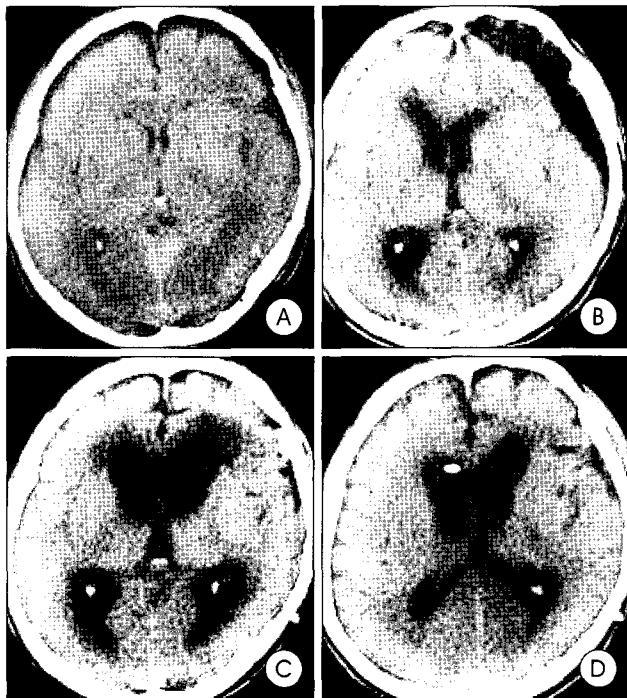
Postoperative hydrocephalus A : Brain computed tomography of semicomatose patient shows minimal subdural hygroma on both frontal area and subarachnoid hemorrhage in posterior interhemispheric cistern. B : Enlarged subdural hygroma results in midline shifting. C : Subdural hygroma disappeared after subduroperitoneal shunts. But, severe hydrocephalus and periventricular edema were developed ($VSI=40.4\%$). D : Ventriculoperitoneal shunts resulted in decrease in ventricle size and diminishment of edema around lateral ventricle disappeared ($VSI=30.0\%$). But, there was no symptomatic improvement.
